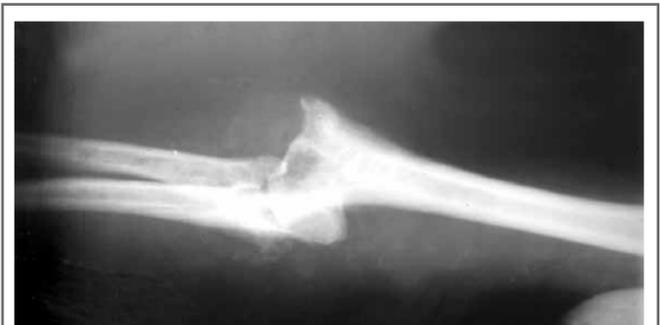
Radiografia da mesma articulação – cedido gentilmente pelo Serviço de Reumatologia do HUPE – UERJ.
